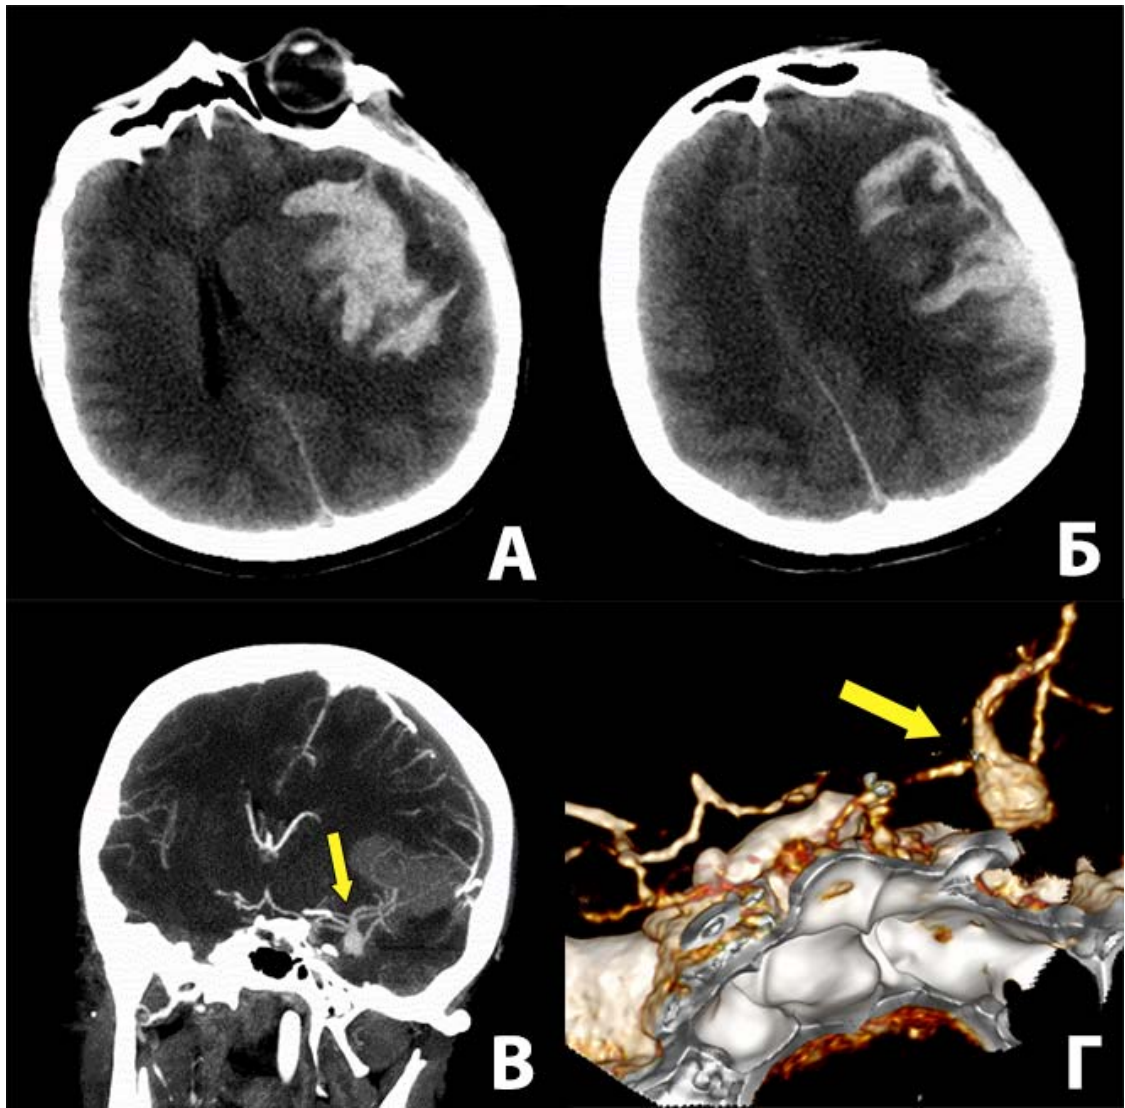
Нативные КТ-исследования и церебральная КТ-ангиография пациентки Б. до операции. А, Б – КТ-признаки гематомы сильвиевой щели слева с дислокацией и смещением срединных структур мозга. В, Г – Ангиографическая картина аневризмы бифуркации левой СМА
